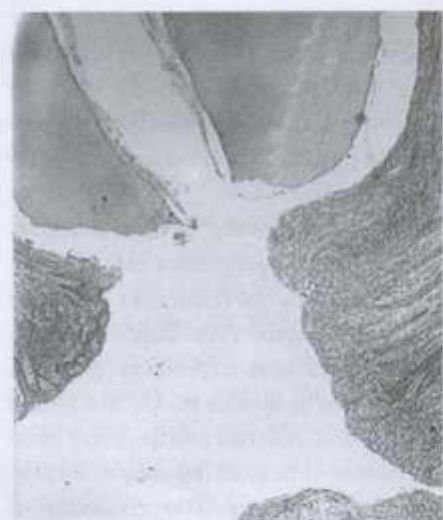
Observe que na raiz deste dente há ausência de tecido pulpar radicular, o qual estava totalmente contornado por microorganismos. Note a presença de tecido conjuntivo reacional na região periapical, o qual está revestido internamente por epitélio. A área branca representa o espaço ocupado pelo líquido cístico. H/E, 56x.
